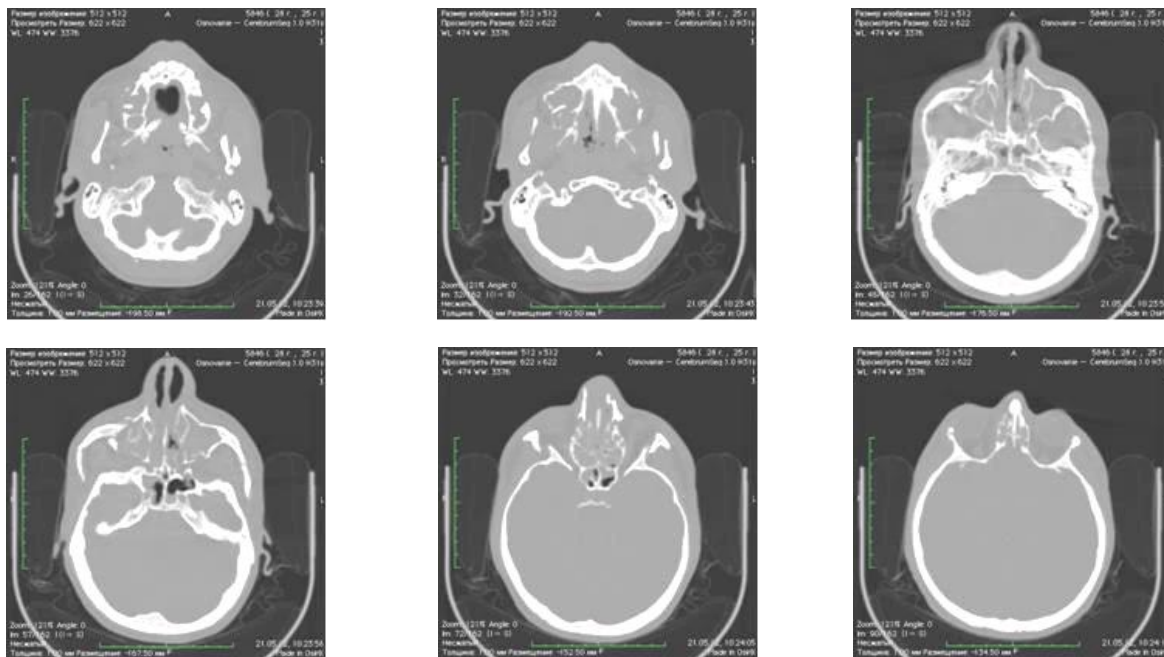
Перелом скуловерхнечелюстного комплекса справа. Аксиальные проекции МСКТ
